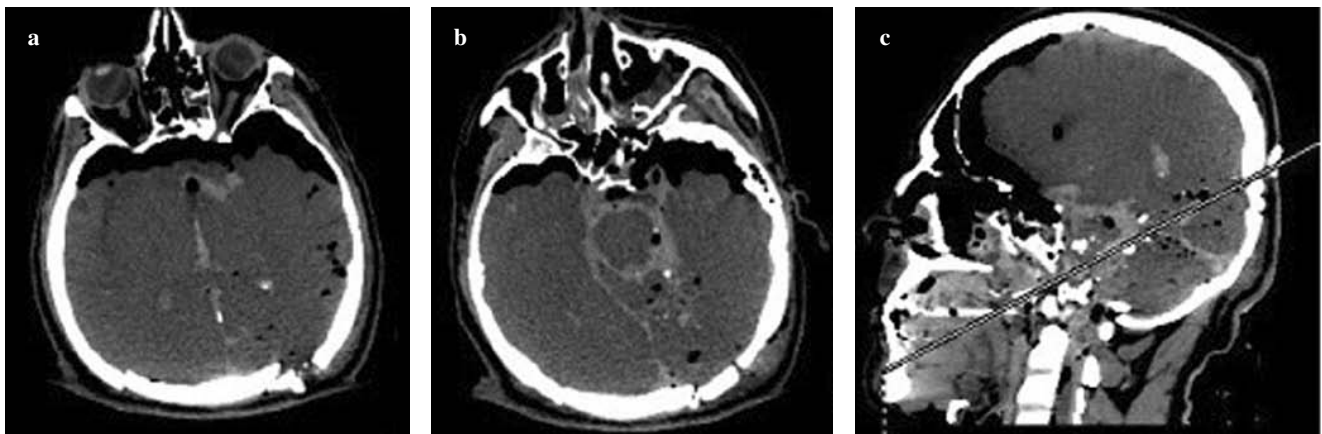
Computed tomography axial images (a,b) and oblique multiplanar reconstruction image (c). Suicidal death: the image shows multiple bones fragments within the haemorrhagic nervous tissue, with minute air bubbles embedded. The bullet's intracranial course is traced anteroposteriorly, upwards and from right to left (c).
